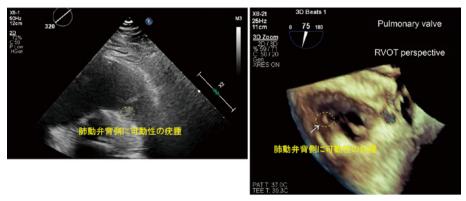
経胸壁心臓超音波検査所見(左), 3D 経食道心臓超音波検査所見(右) 肺動脈弁背側に可動性の疣腫を認める.(黄色点線)
